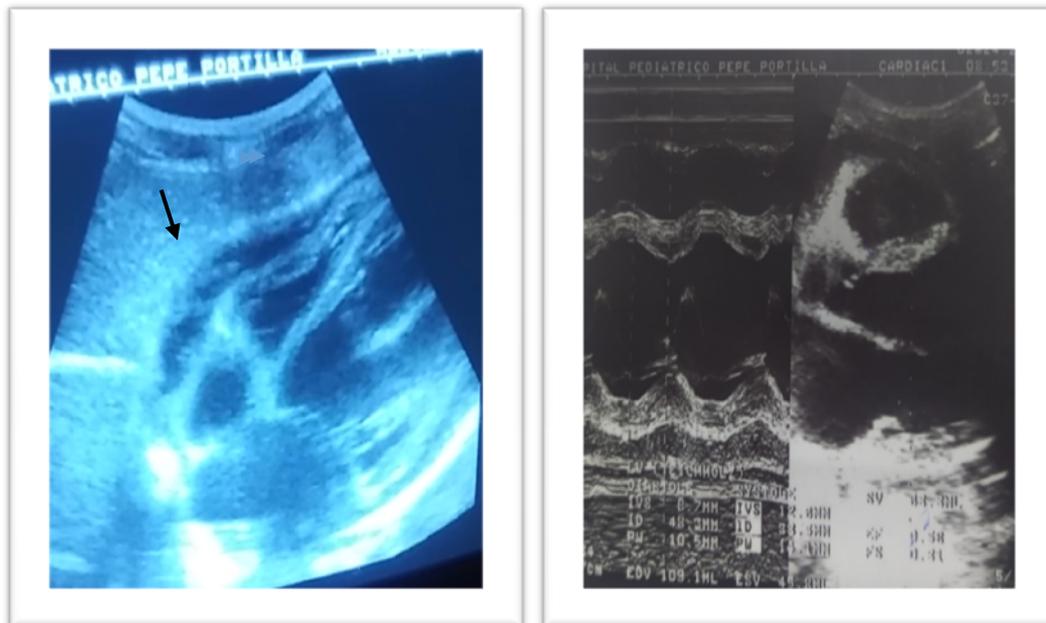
Ecocardiografía. Derrame pericárdico. Crecimiento de cavidades izquierdas.
